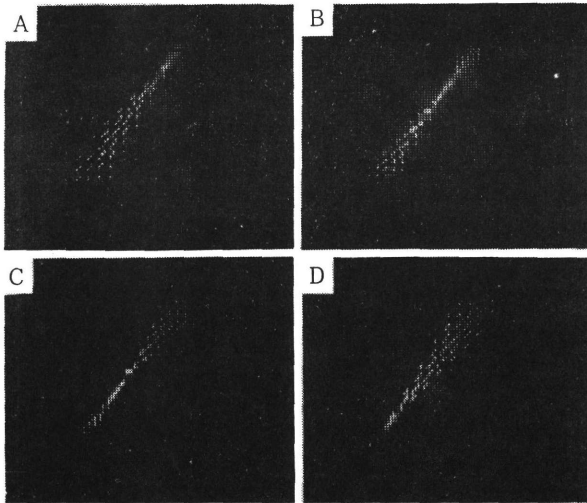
Images demonstrating tomographic effect obtained with a  $^{66}\text{Ga}$  line source positioned diagonally between the detectors separating 50 cm. A, B, C, and D are images focused on 0.2, 0.4, 0.6, and 0.8 plane, respectively.
